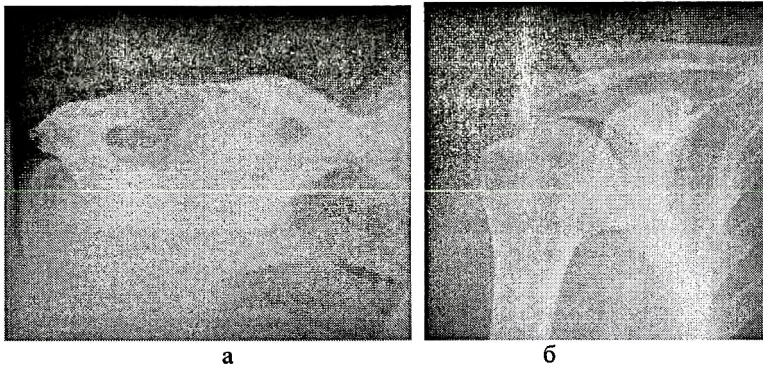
Рентгенограмма плечевого сустава: а - оссификация дистального конца ключицы, б - ключично - акромиальный артроз.
